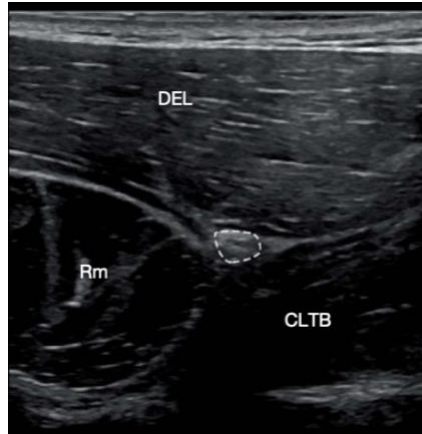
Exploración transversal del nervio axilar (línea discontinua) entre los músculos deltoides (DEL), redondo Menor (RM) y cabeza larga del tríceps braquial (CLTB).
